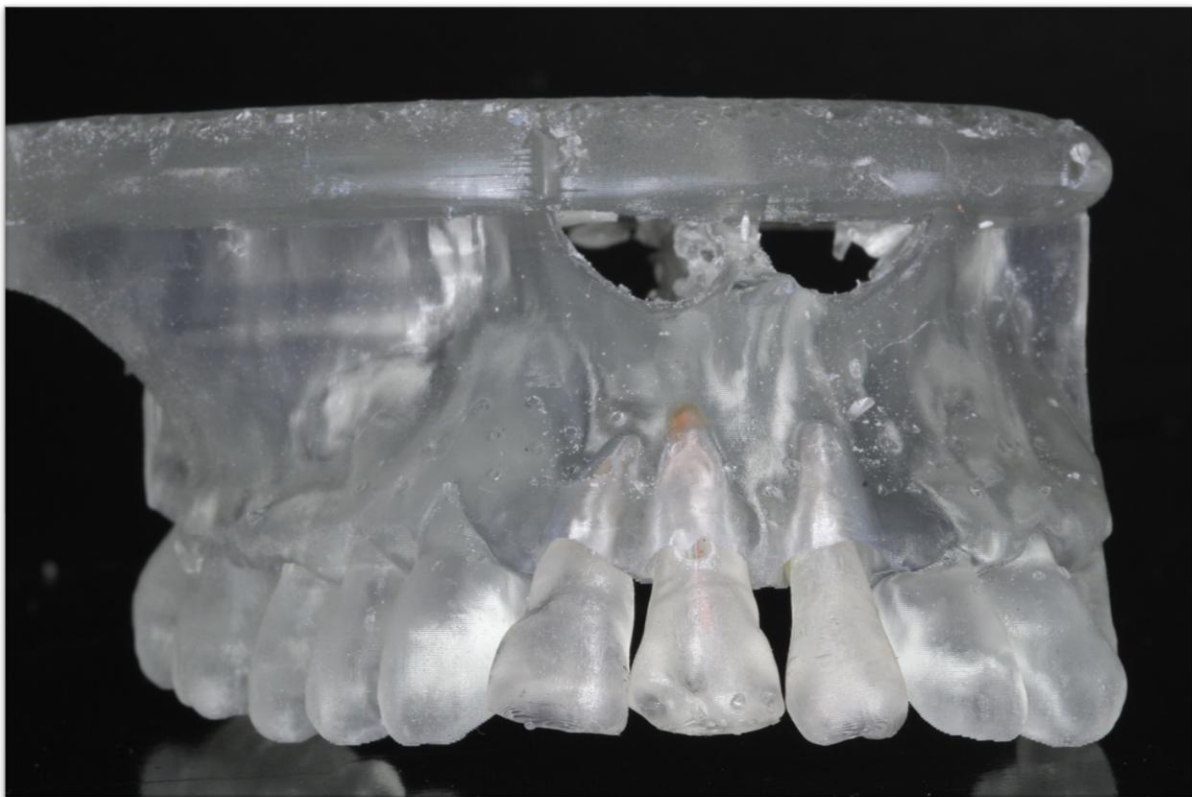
Modelo educativo impreso en resina transparente, con conducto obturado, lesión periapical y dientes adyacentes segmentados. Fotografía fuente propia.
